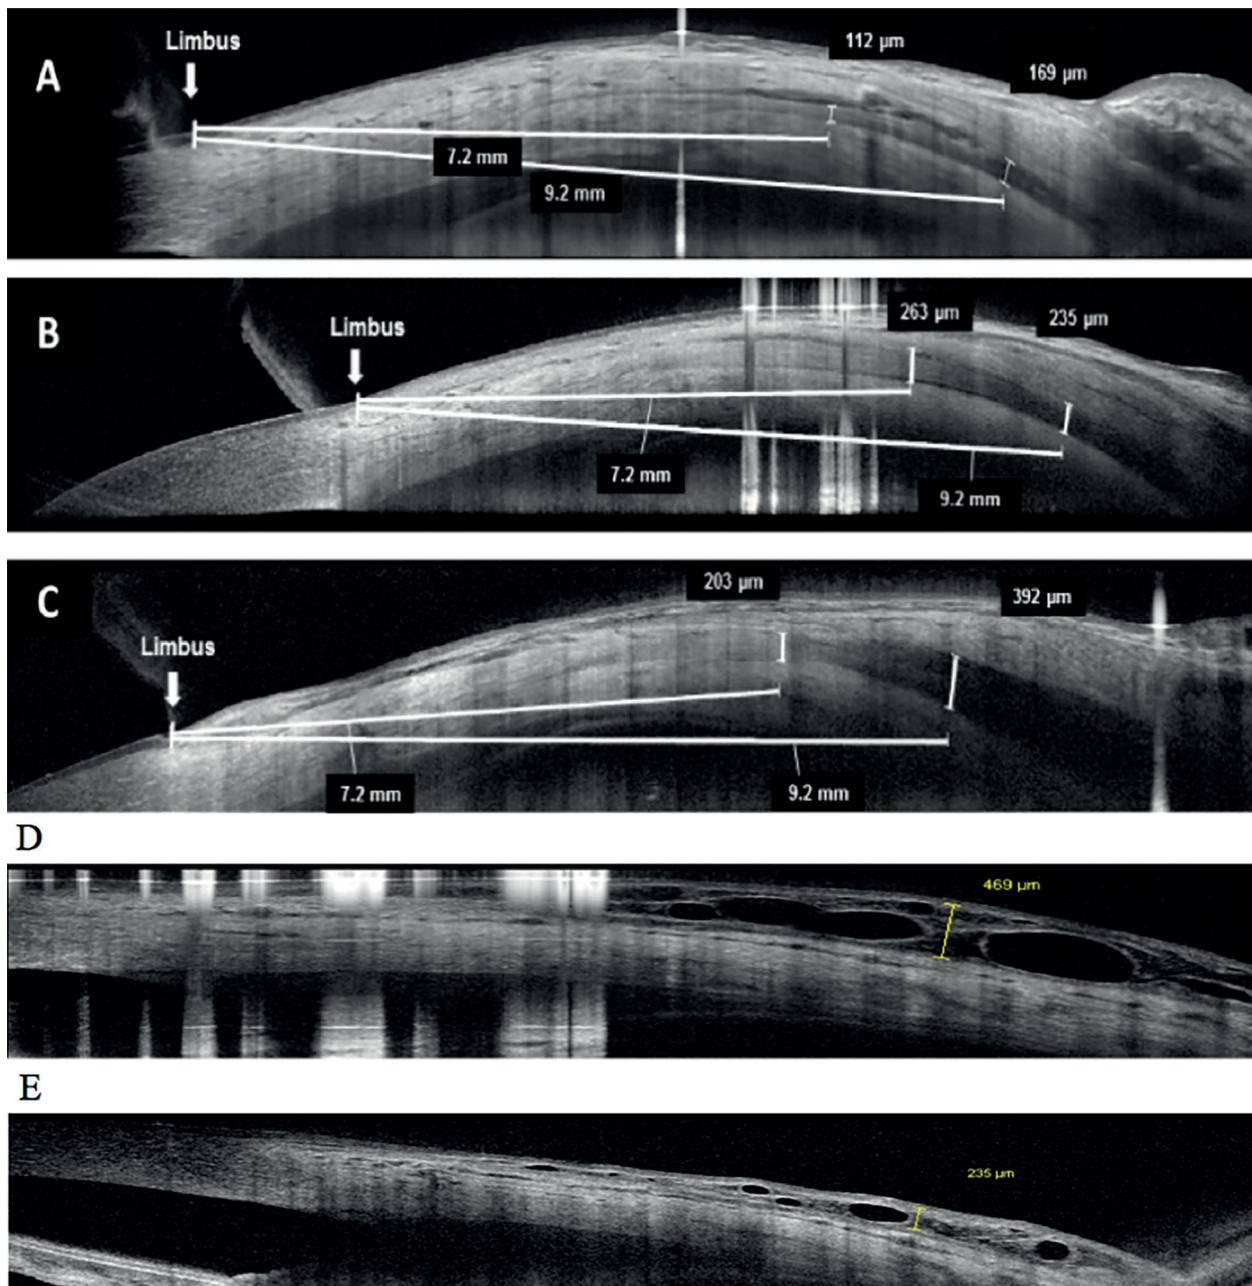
Mediciones del grosor del músculo recto medial y respuesta al tocilizumab. Grosor del recto medial medido a 7,2 y 9,2 mm del limbo mediante tomografía de coherencia óptica en un control sano (A), en un paciente inactivo (B) y en un paciente con OT activa (C). (D) Quemosis antes y después del tratamiento con tocilizumab (D, E) (22,23).
